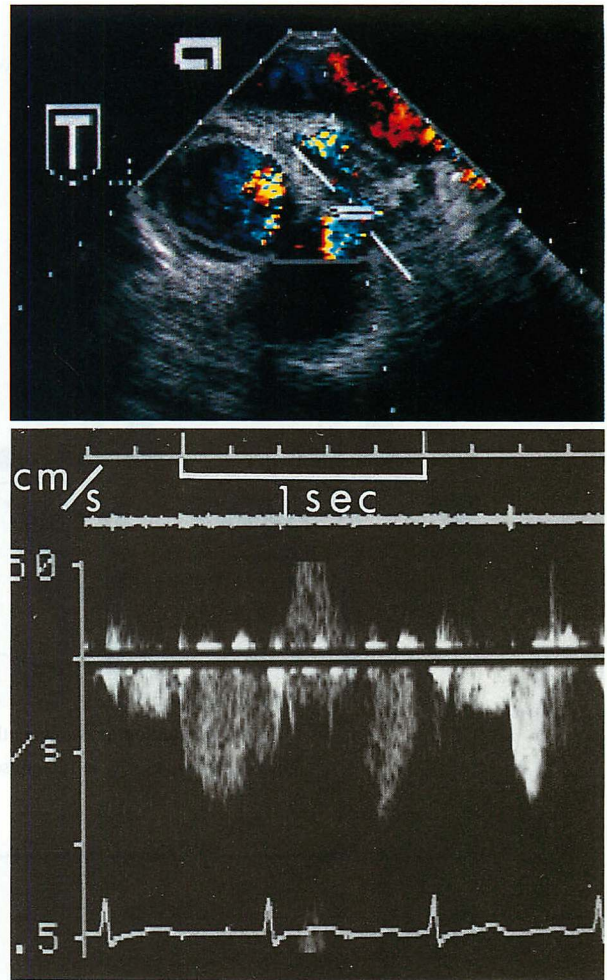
Case 2. Transesophageal echocardiogram, transverse view, showing a normal flow pattern in the left anterior descending artery
